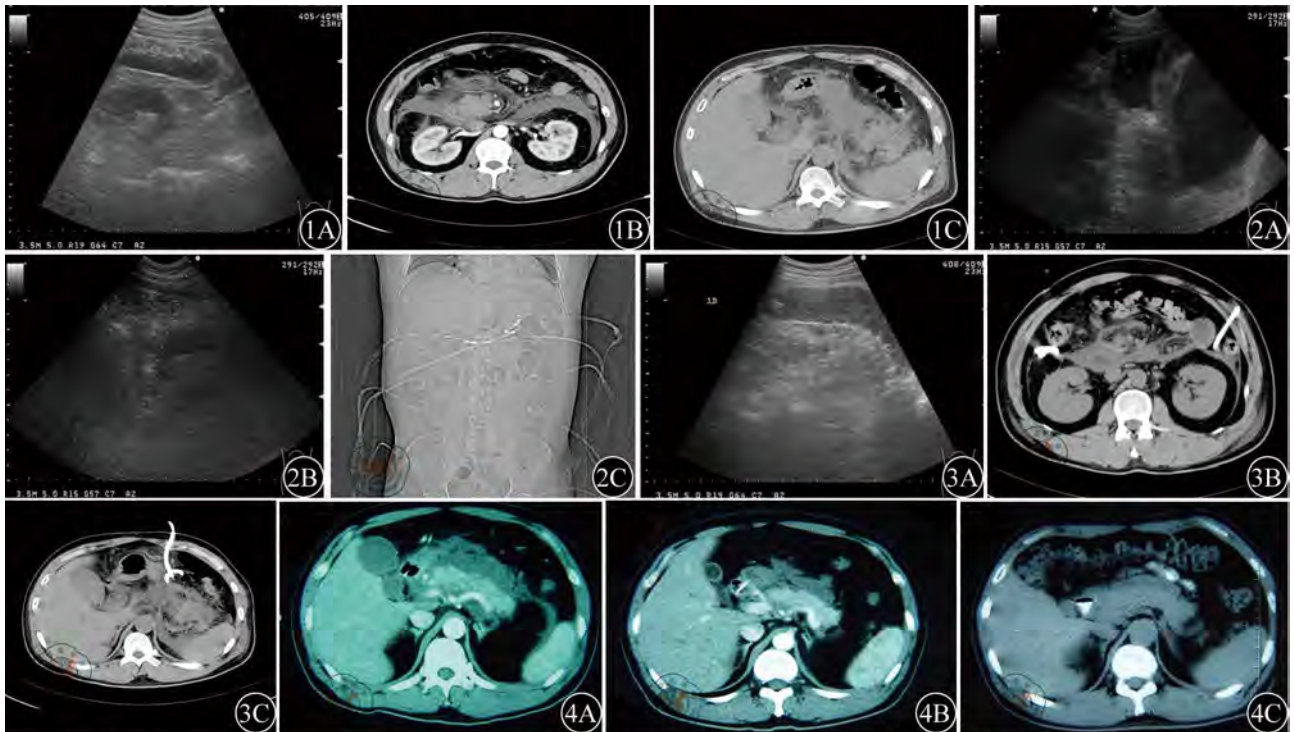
~4 示同一SAP病例(男,41岁,高脂血症,过量饮酒后发病)检查、治疗、随访过程。1A:超声示左侧肾前间隙积液;1B:CT检查示双侧肾前间隙积液;1C:CT检查示网膜囊区积液。2A:床边超声引导盆腔积液穿刺置管;2B:床边超声引导肾前间隙积液穿刺置管;2C:共放置9根引流管,区域对冲灌洗,腹、盆腔远距离灌洗。3A:左侧肾前间隙引流后1d积液明显减少;3B:双侧肾前间隙置管引流后,积液明显减少;3C:网膜囊区置管引流后,积液明显减少。4A:置管引流2周后,拔除引流管,积液范围减小并局限;4B:拔管后1个月,积液较前明显吸收,无脓肿形成;4C:随访2个月,无并发症出现,胰腺形态恢复正常
